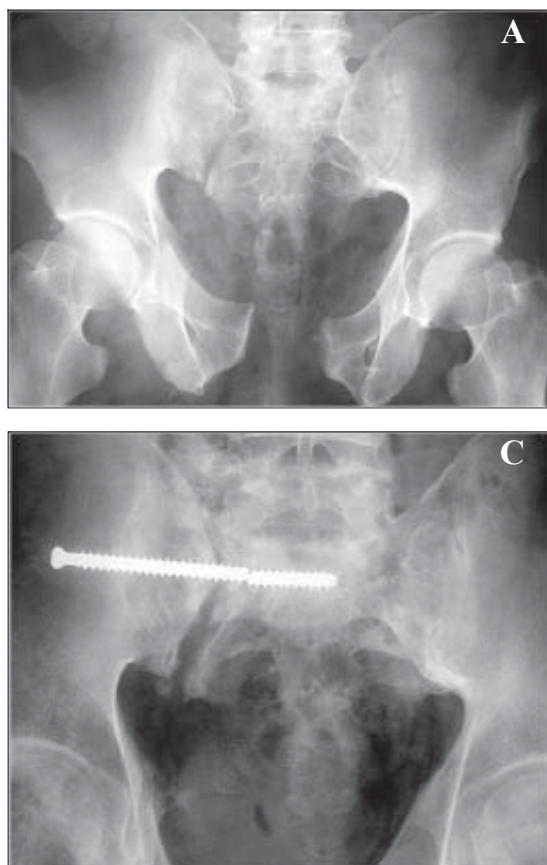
Fractura inestable de pelvis C1.3. A, Radiografía AP de pelvis inicial. B, Reducción y osteosíntesis con 1 tornillo sacroiliaco. C, Pseudoartrosis con falla del material de osteosíntesis.
